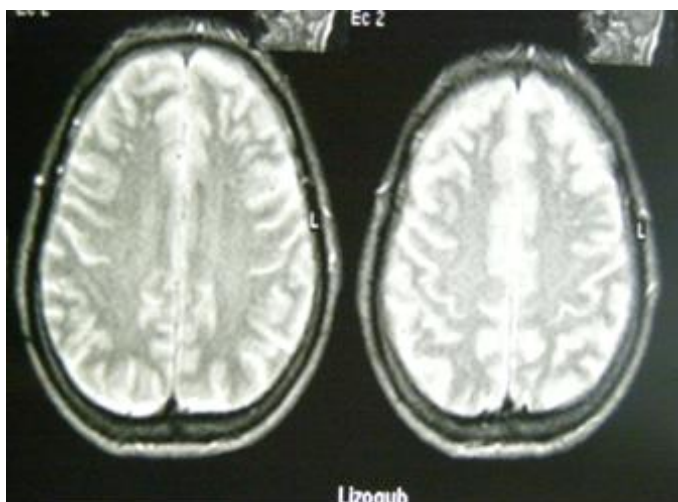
МРТ хворого з ДЕ II ст. (осередки лейкоареозу в лобних долях, розширення конвексимальних просторів).
